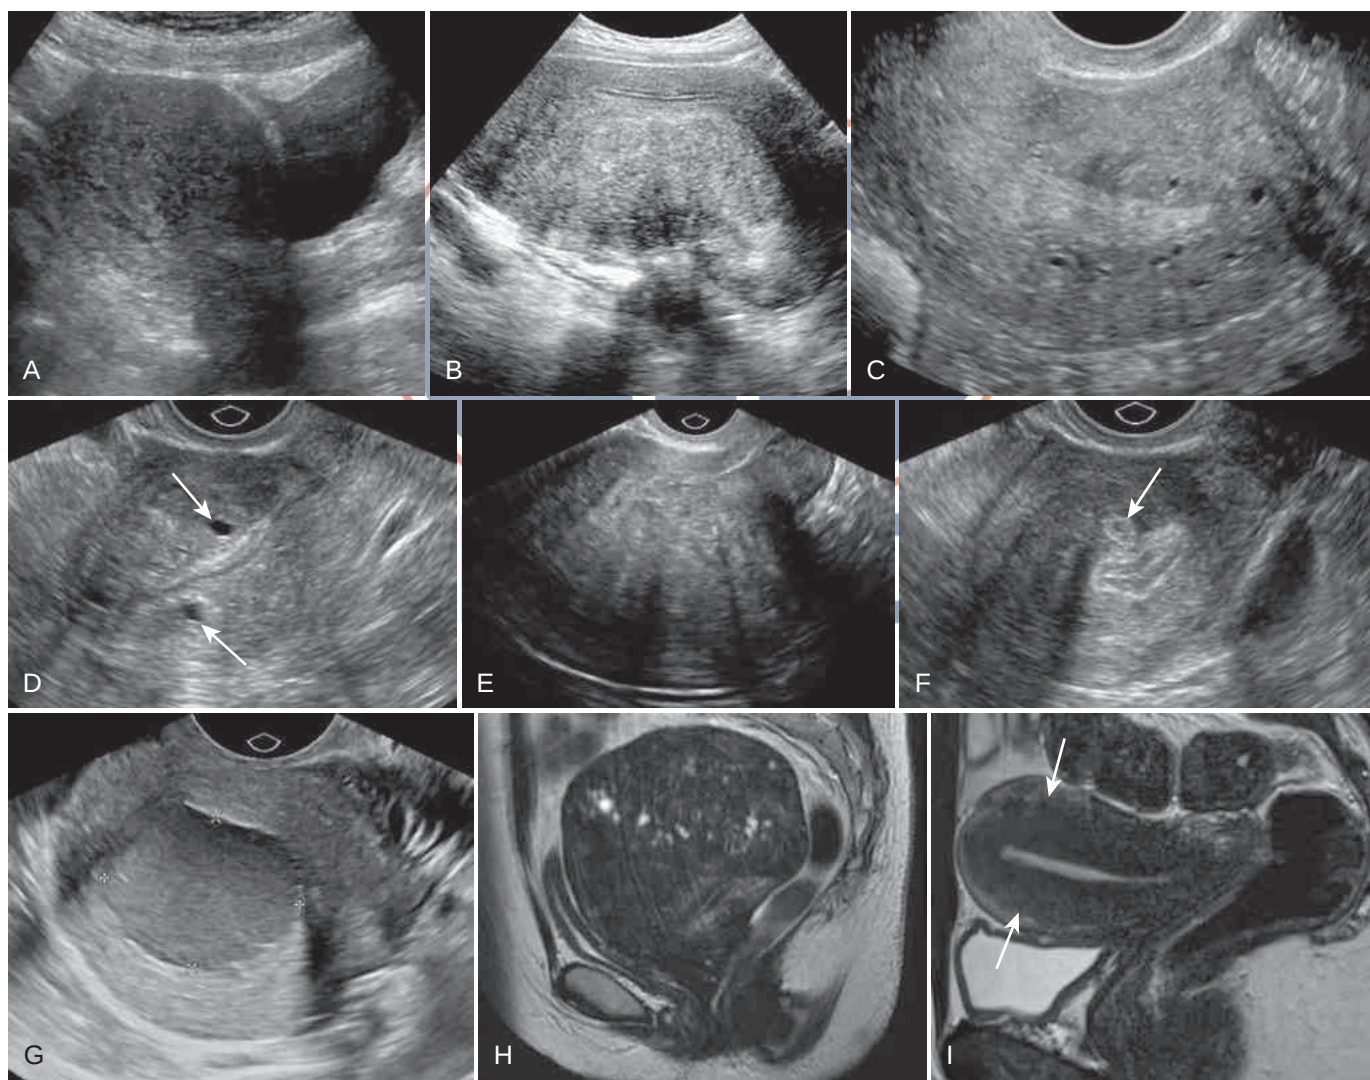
Adenomiosis. (A) La imagen sagital de la ecografía transabdominal (TAS) muestra la forma globular del útero, con el miometrio anterior mucho más grueso que el miometrio posterior. (B) La TAS sagital muestra un grosor asimétrico del miometrio, con el miometrio posterior más grueso y heterogéneo en comparación con el miometrio anterior (véase el Video 28.6). (C y D) La ecografía transvaginal (TVS) en dos pacientes diferentes muestra quistes miometriales, ligeramente desplazados del endometrio. (E) TVS sagital que muestra bandas alternas de ecogenicidad y sombra, clásicas de la adenomiosis. (F) Isla de tejido endometrial en el miometrio. (G) Adenomioma quístico. Obsérvese que el miometrio circundante parece normal. En otras proyecciones (no mostradas) estaba claramente separado de la cavidad endometrial. (H) Adenomiosis en IRM ponderada en T2. Obsérvese el útero globular agrandado con múltiples nidos brillantes en T2 de tejido endometrial dentro del miometrio. (I) IRM ponderada en T2 del útero con zona de unión marcadamente engrosada (flecha) que mide más de 12 mm.
